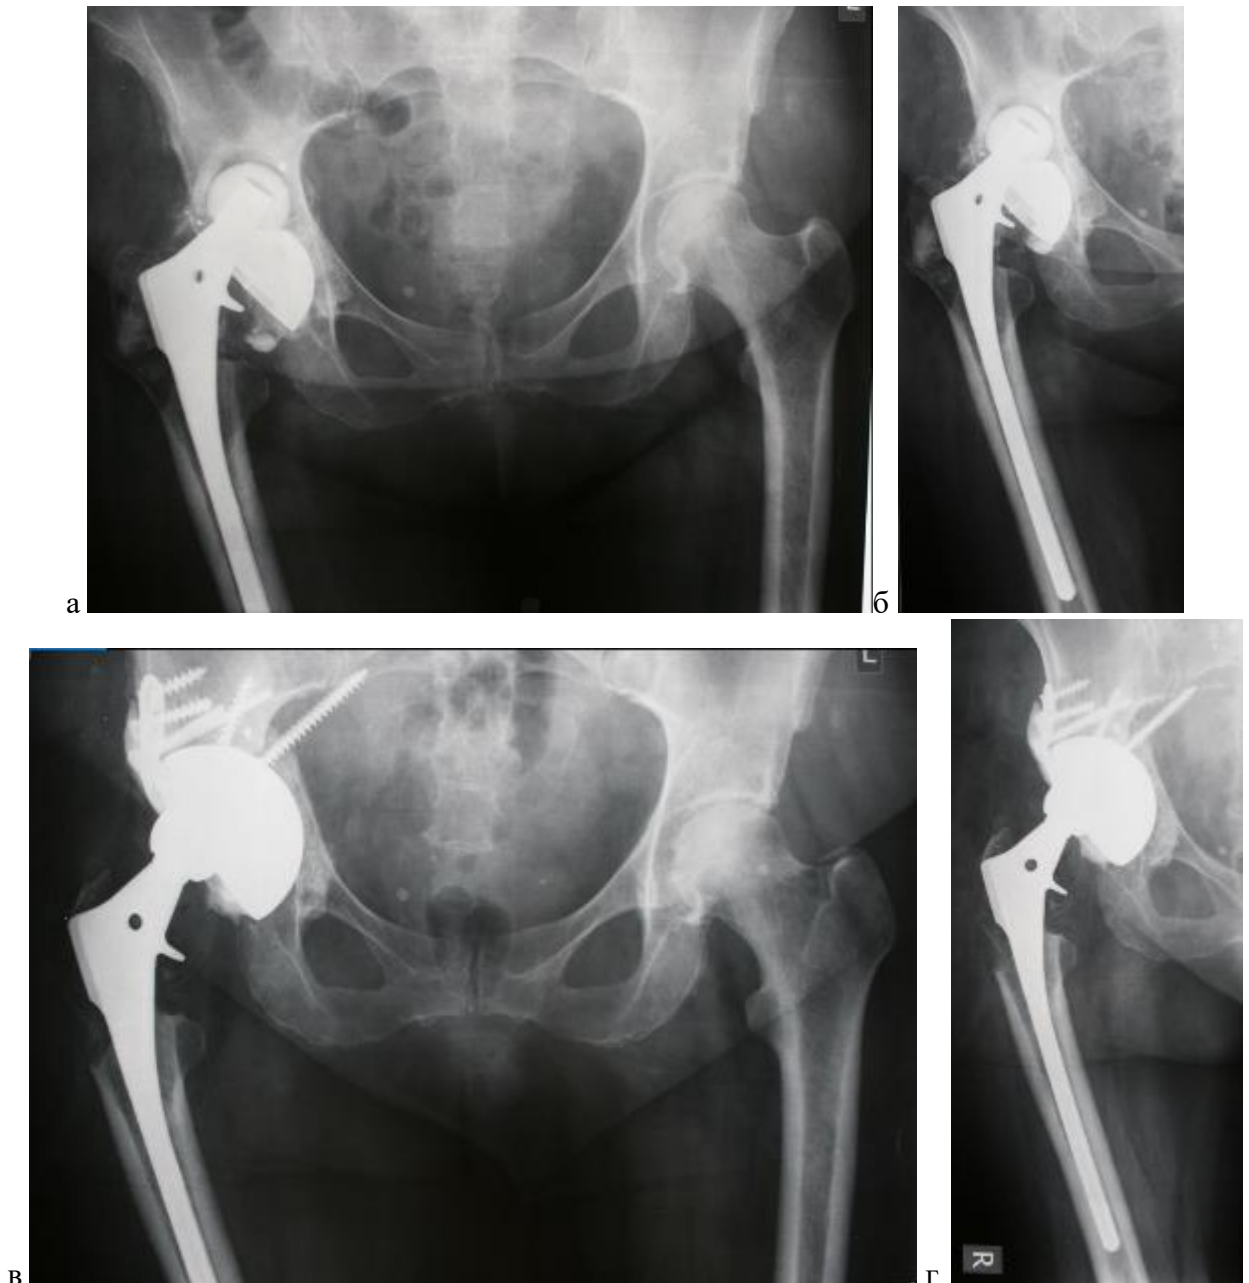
Рентгенограммы больной а) до операции б) сразу после операции в) через 24 мес. после повторной ревизии г) после повторной ревизии. Из анамнеза: Больная С, 50 лет, длительное время страдающая болевым синдромом в области левого тазобедренного сустава по поводу идиопатического коксартроза. В 2007 году выполнено тотальное эндопротезирование левого тазобедренного сустава. С 2015 года появились боли в области тазобедренного сустава. Поступила с целью ревизионной артропластики. На рентгенограмме признаки асептического расшатывания с краниальной миграцией вертлужного компонента, дефект тип 3А, ограниченный. Выполнено ревизионное эндопротезирование с заменой ацетабулярного компонента и костной пластикой крыши вертлужной впадины. В 2018 году вновь обратилась в клинику с жалобами на боли в области сустава. На рентгенограмме выявлены признаки асептической расшатанности вертлужного компонента, обусловленные недооценкой ситуации и выполнением ложной
